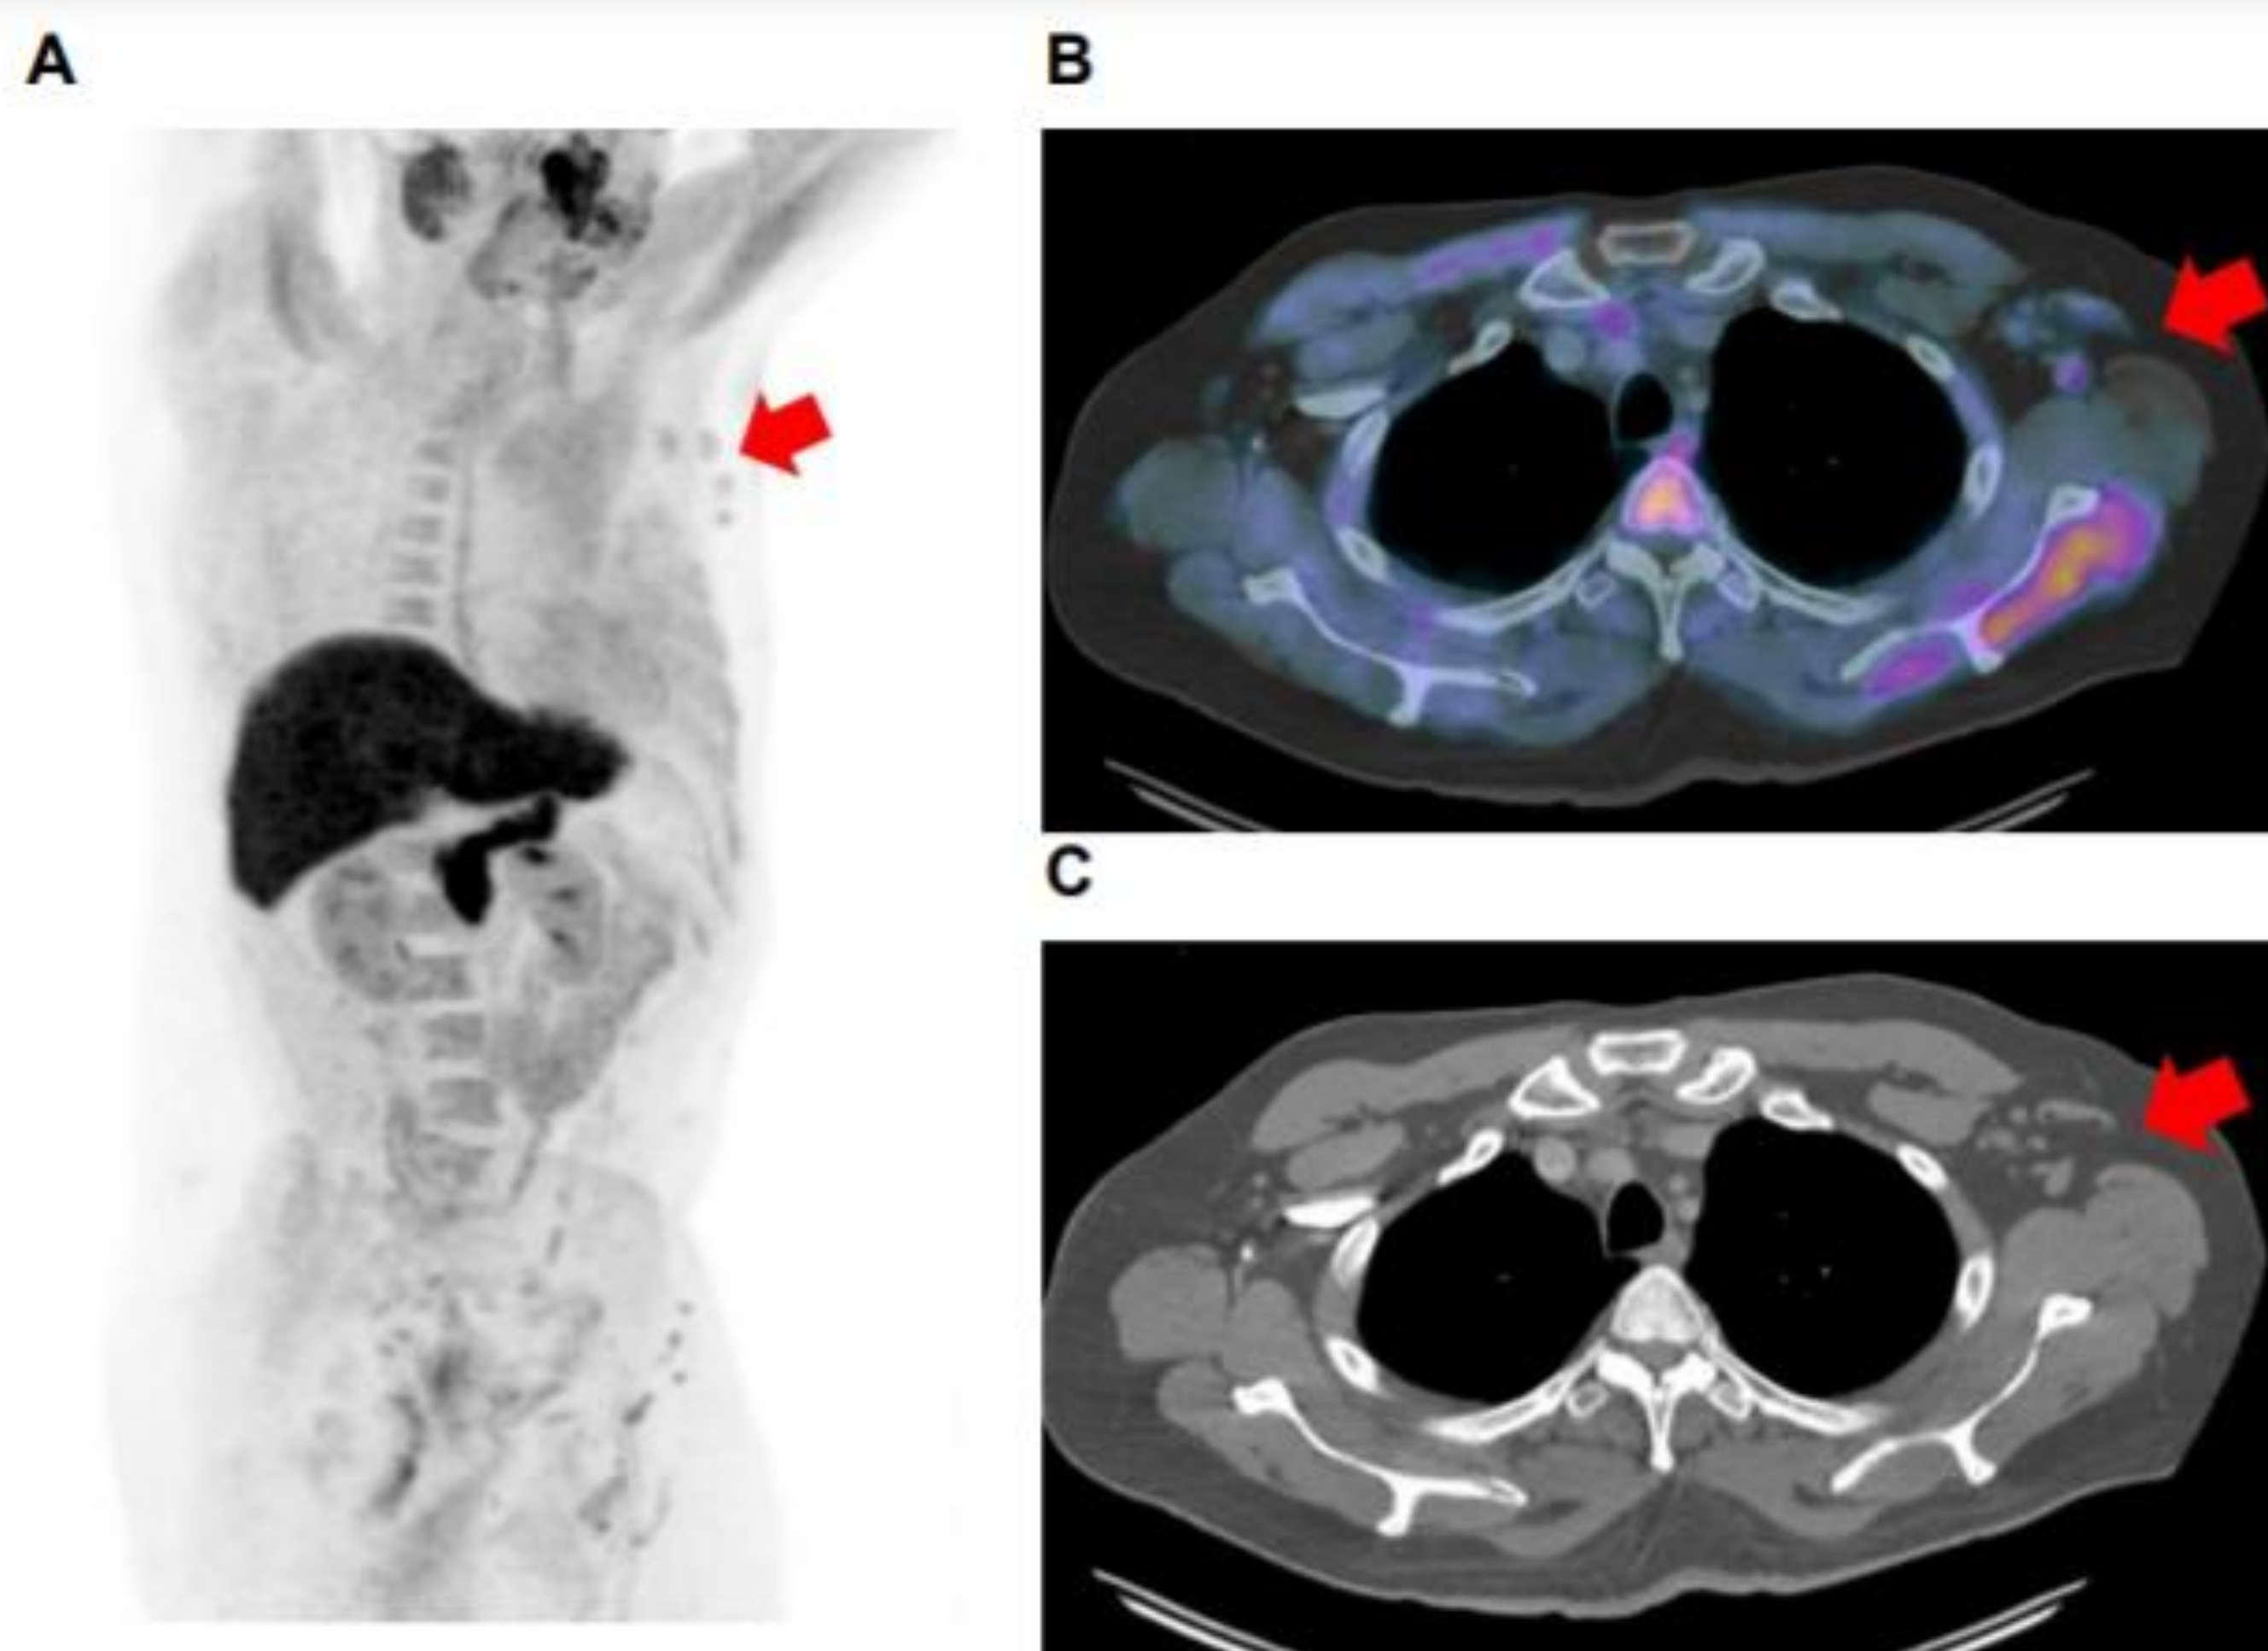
A: Maximum intensity projection (MIP) revealed four foci of unexpected avidity in the left axilla (arrow). The remainder of uptake was physiologic. B: Axial CT and C: axial fused PET/CT images show the avidity to localize to four mildly enlarged but morphologically normal lymph nodes (arrows). Remaining images confirmed no other sites of potentially pathologic radiotracer avidity (not shown).
